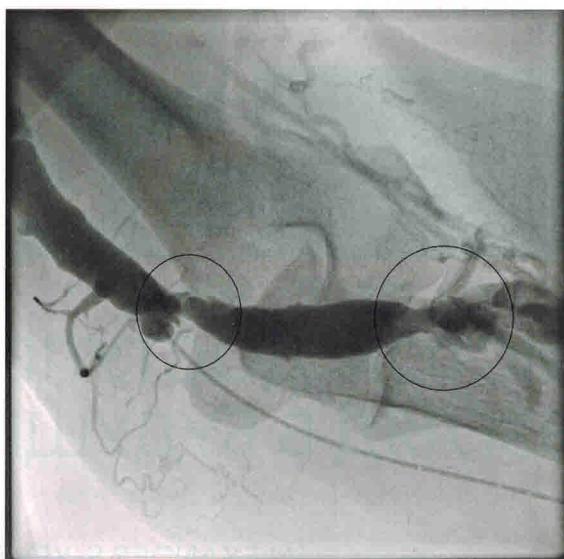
Рентгенографическое изображение сосудистого доступа, функция которого нарушена из-за развития неоинтимальной гиперплазии
